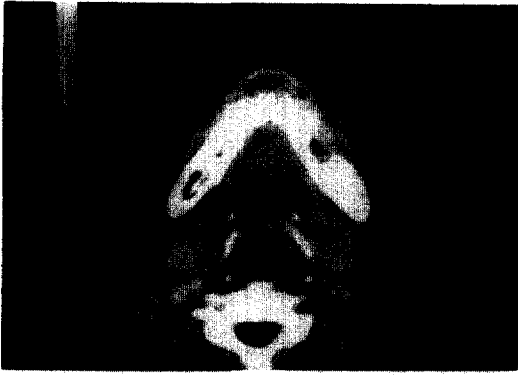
술후 6주후 경미한 골 치유를 보이는 CT소견.
